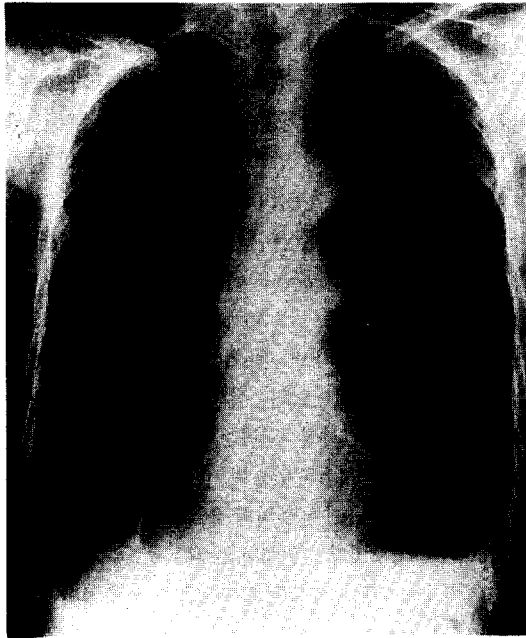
Post-operative chest X-ray(4 month later) showing diminished emphysema area and elevation of diaphragm dome
